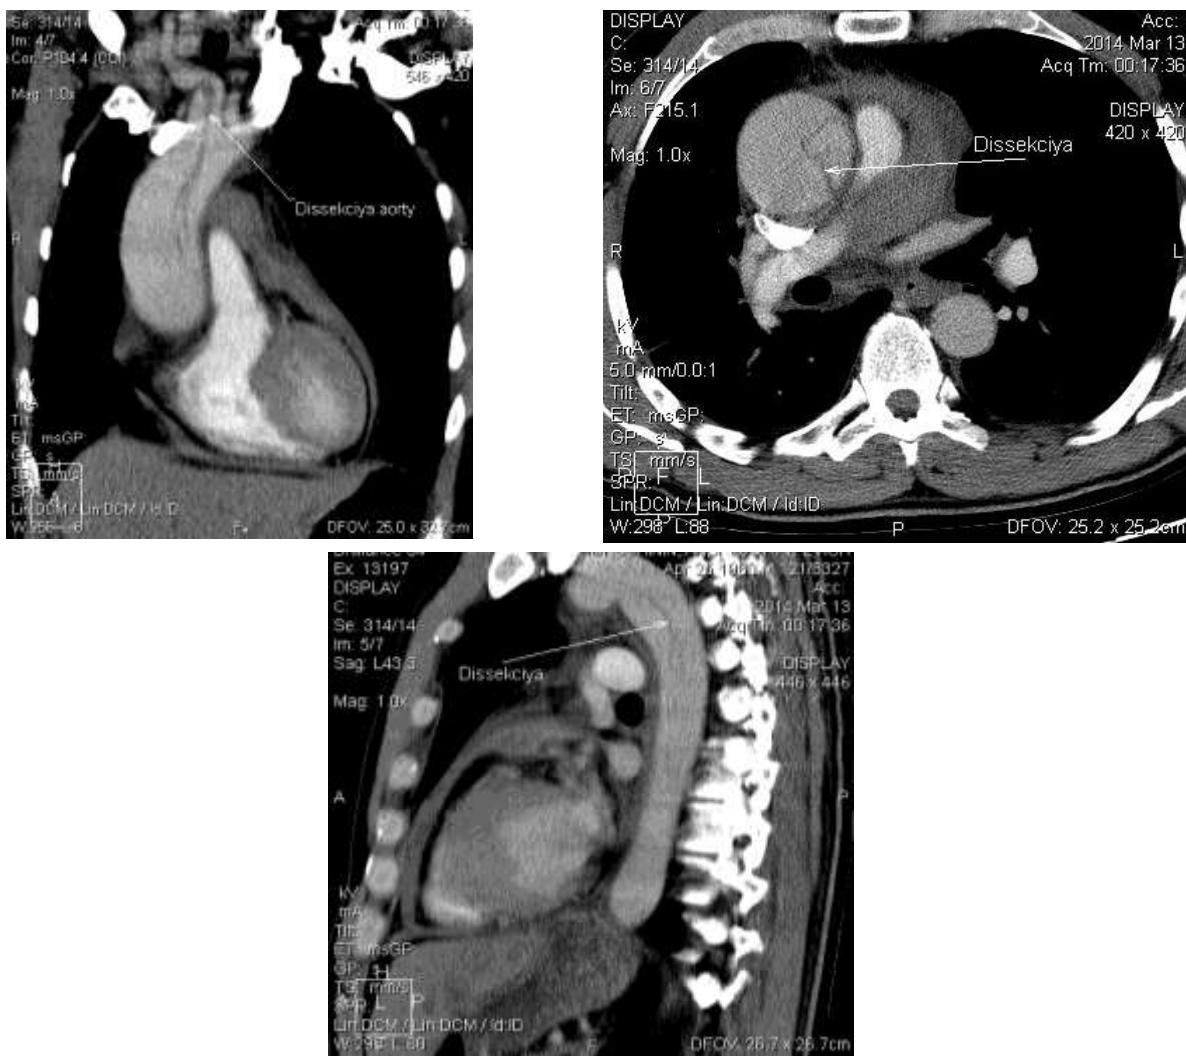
Томограмма пациента с острым расслоением грудного отдела аорты. Рентгенокомпьютерная томография с контрастным усилением сигнала: выявлено расширение грудного отдела аорты в восходящей части до 54-51 мм, в области дуги до 26 мм, в нисходящей части до 27 мм в диаметре, с признаками расслоения стенки аорты от уровня аортального клапана до нисходящего отела с признаками перехода
